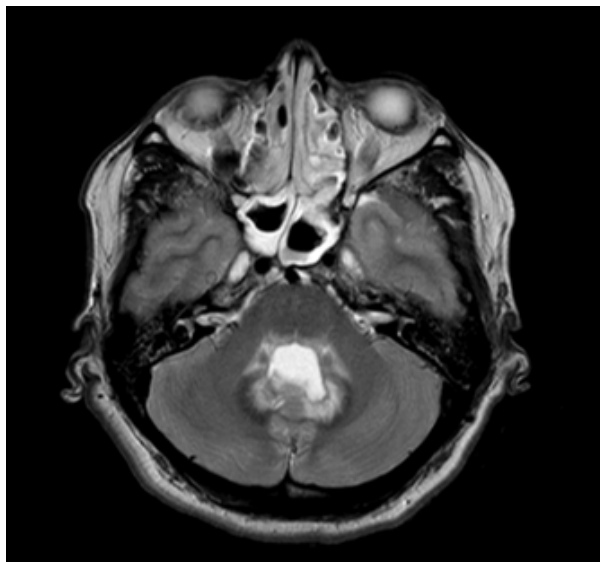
En imagen por resonancia magnética cerebral potenciada en T2 se objetiva una lesión hiperintensa en puente, sugestivo de romboencefalitis
